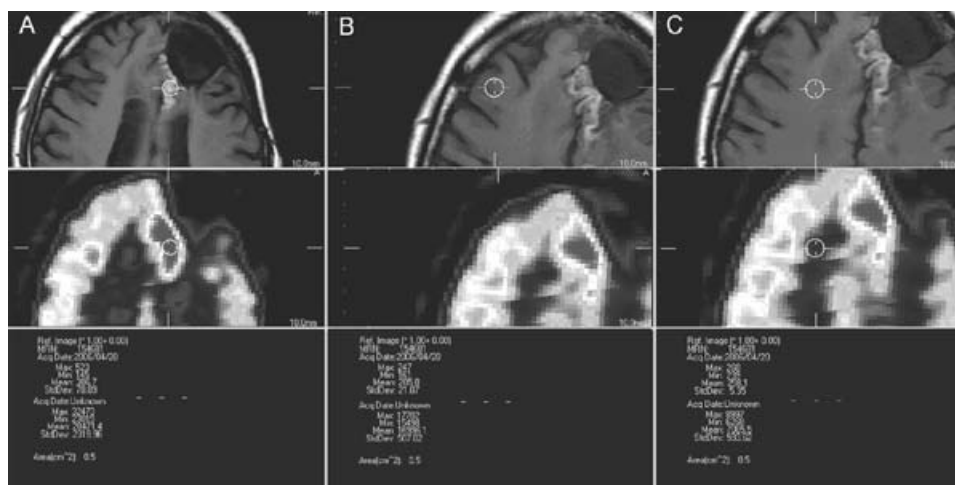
Determinación de ROIs en cortes axiales de RM en T1 (parte superior) y ¹⁸F-FDG PET (parte media), para la lesión tumoral(A), sustancia gris (B) y sustancia blanca (C), con la obtención de valores promedio de cada ROI (parte inferior).
